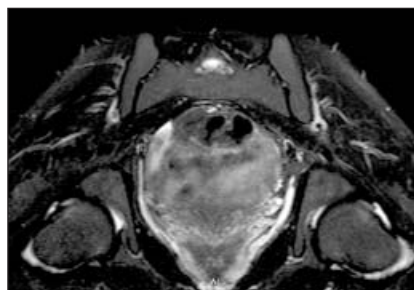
МРТ КПС пациента Л.
